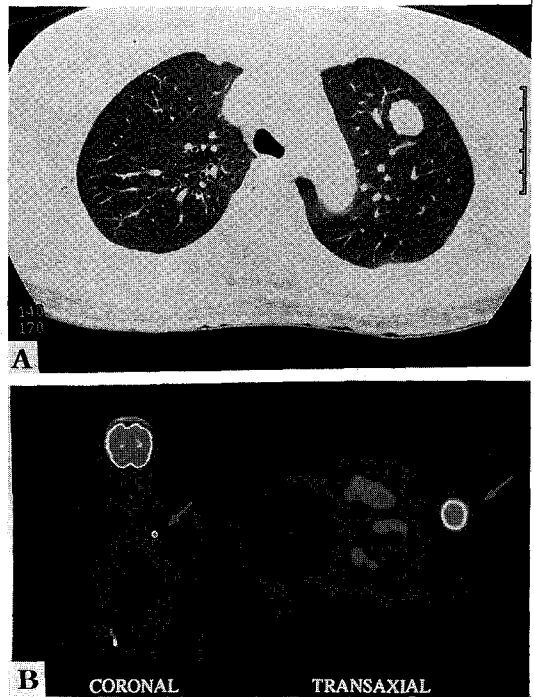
표준섭취계수상 위양성을 나타낸 육아종의 예(A; 흉부전산화단층영상, B; PET 영상, C; 상향분포를 보이는 시간-방사능곡선)
